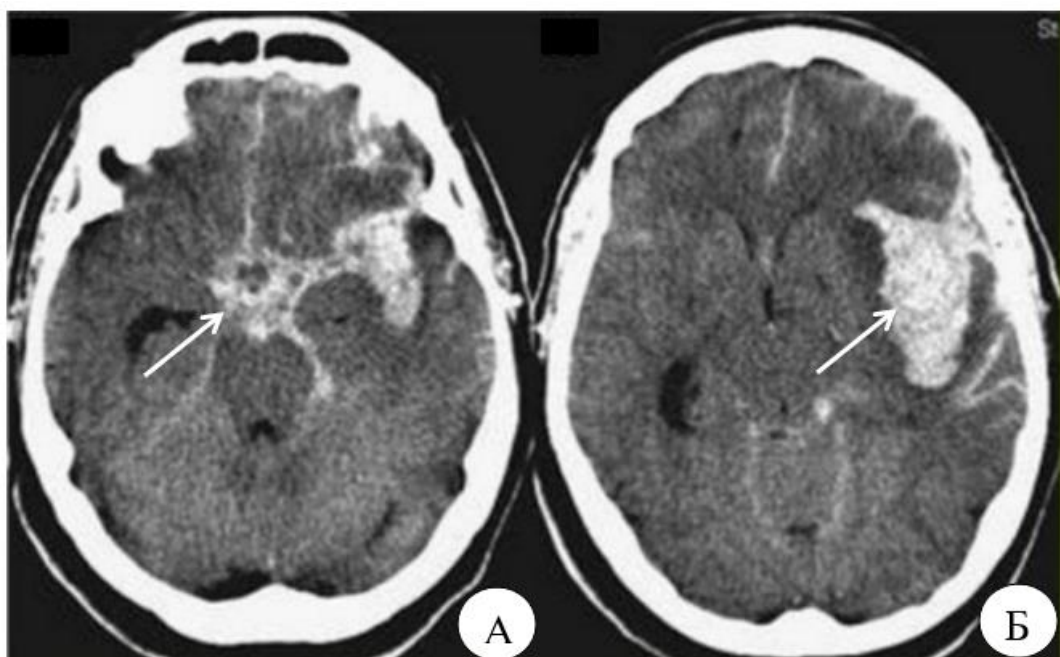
Спіральна комп'ютерна томографія/комп'ютерна ангіографія пацієнта. А, Б. Спонтанний субарахноїдальний крововилив в ділянці лівої сільвієвої борозни, піжпівкульних борознах, препонтінній та базальній цистернах, внутрішньомозкова гематома в лівій гемісфері головного мозку; В. Мішковидна аневризма внутрішньої сонної артерії зліва
